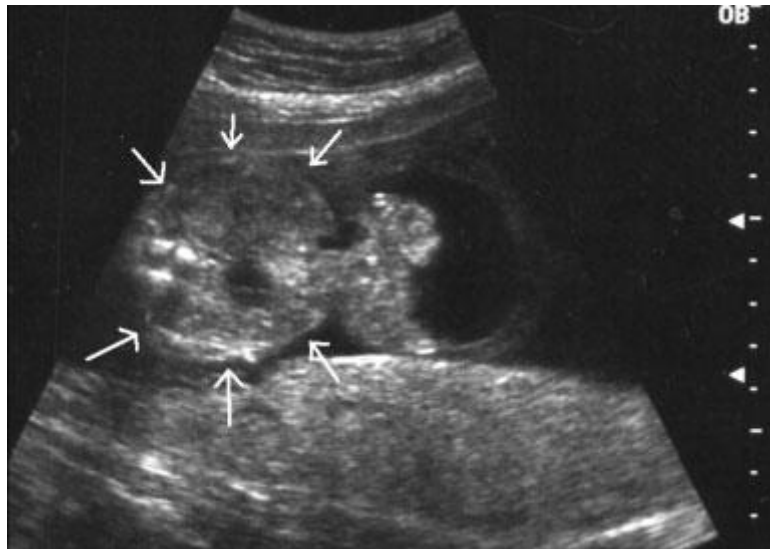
Ultrasonido de un feto en las semanas 1-22, donde se observa polihidramnios y onfalocele.<sup>15</sup>
